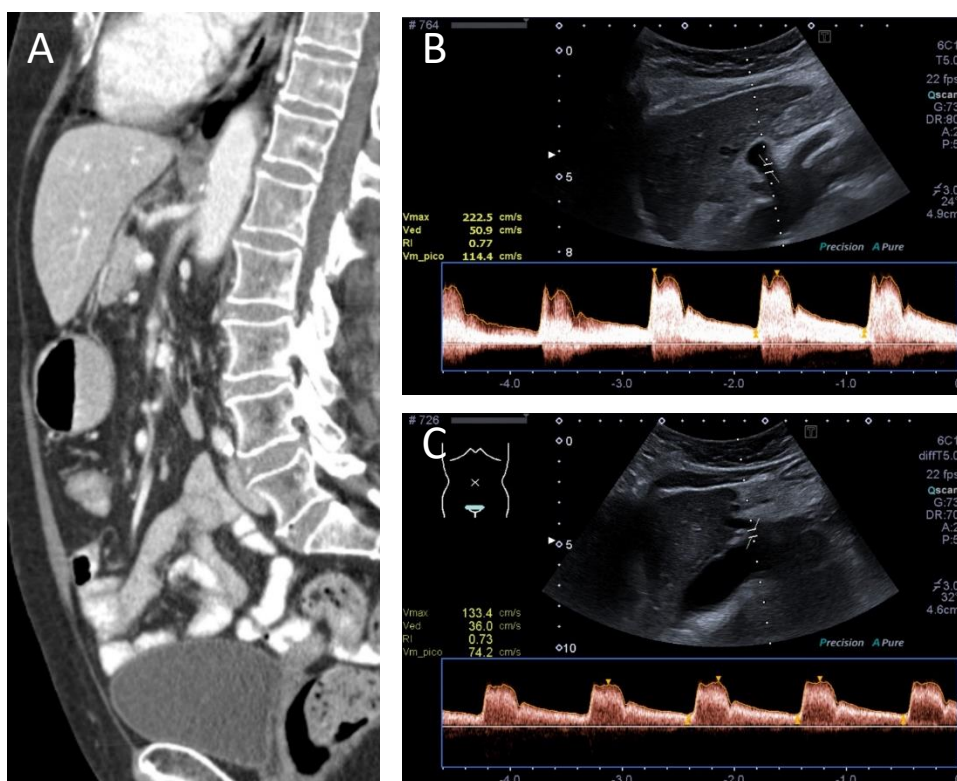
La imagen A y B muestran los hallazgos radiológicos de un paciente con dolor en hipocondrio y flanco derecho tras las comidas, vómitos y diarrea, comprobándose la presencia de SLAM con repercusión hemodinámica. La imagen C se trata de una ecografía Doppler postquirúrgica (descompresión laparoscópica) del mismo paciente que muestra velocidades pico menores de 200 cm/s.
